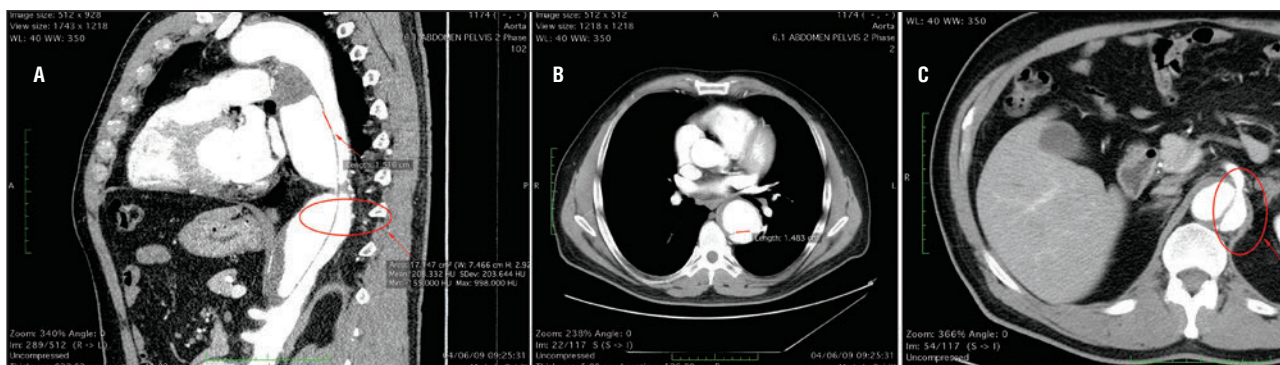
Компьютерные томограммы у больных с различными морфологическими вариантами острого расслоения аорты III типа. а – локализация начала расслоения на внутреннем изгибе дуги, ретроградное расслоение и частичный тромбоз ложного просвета (сагиттальный срез); б – локализация начала расслоения на внутреннем изгибе аорты, размер начального разрыва более 9,55 мм (аксиальный срез); в – истинный просвет эллиптической формы на уровне чревного ствола.
